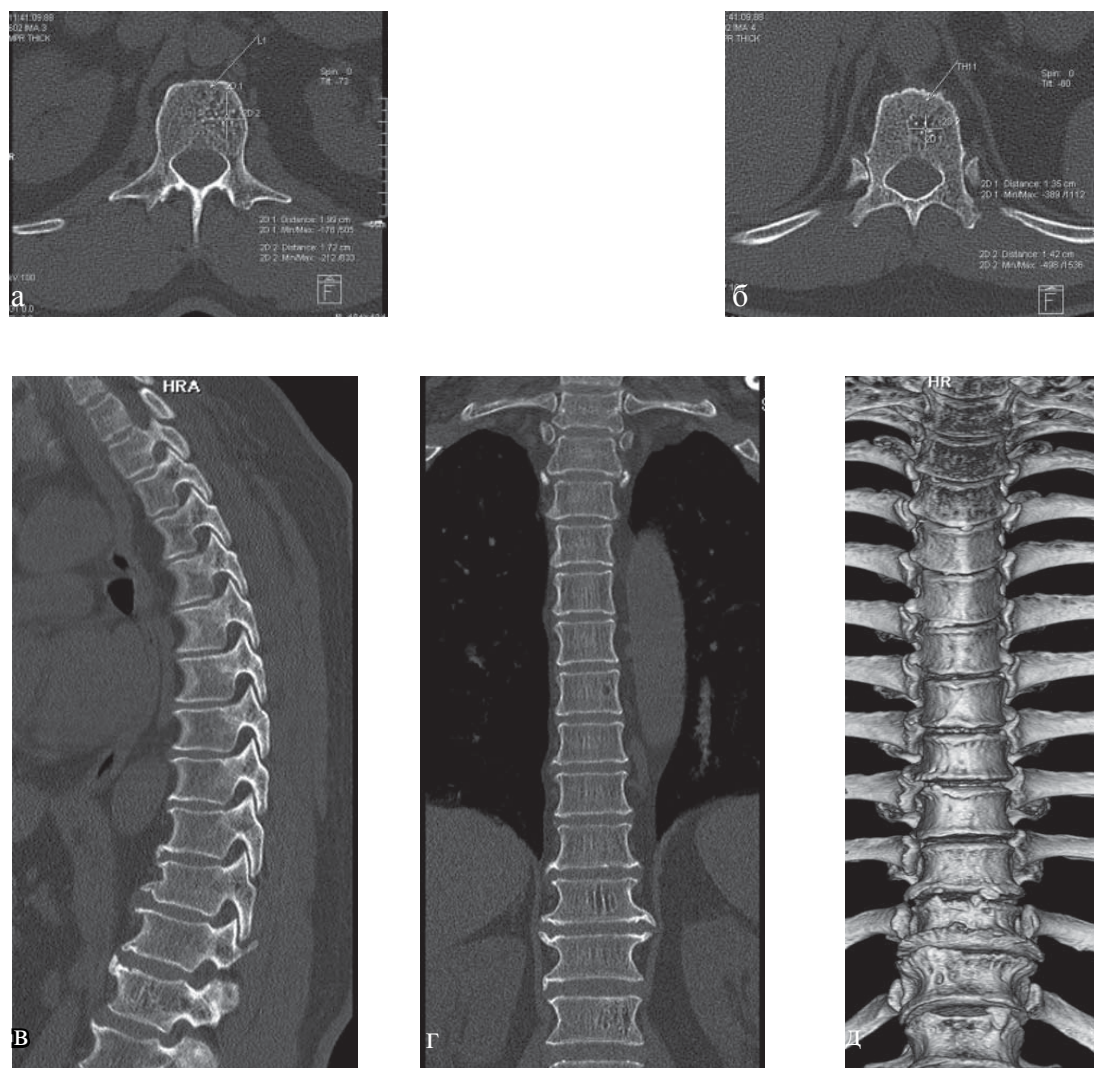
КТ грудного отдела позвоночника, пациент Д., 43 года: а, б – аксиальная плоскость; в – сагиттальная; г – фронтальная; д – режим объёмного рендеринга. Определяется остеохондроз грудного отдела позвоночника II степени, остеоартроз реберно-позвоночных сочленений, гемангиомы тел позвонков Th5, Th11, L1 (стрелки)
